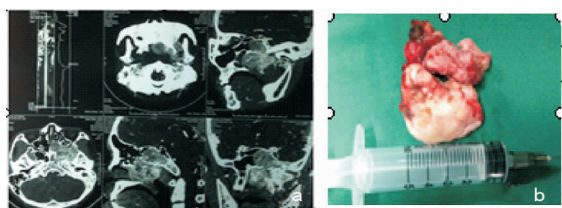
1 例 Chandler III 期鼻咽纤维血管瘤手术前后 a:鼻咽纤维血管瘤术前 CT, 显示瘤体侵犯蝶窦、筛窦、眼眶、翼腭窝; b:鼻咽纤维血管瘤分次分块完整切除的瘤体
